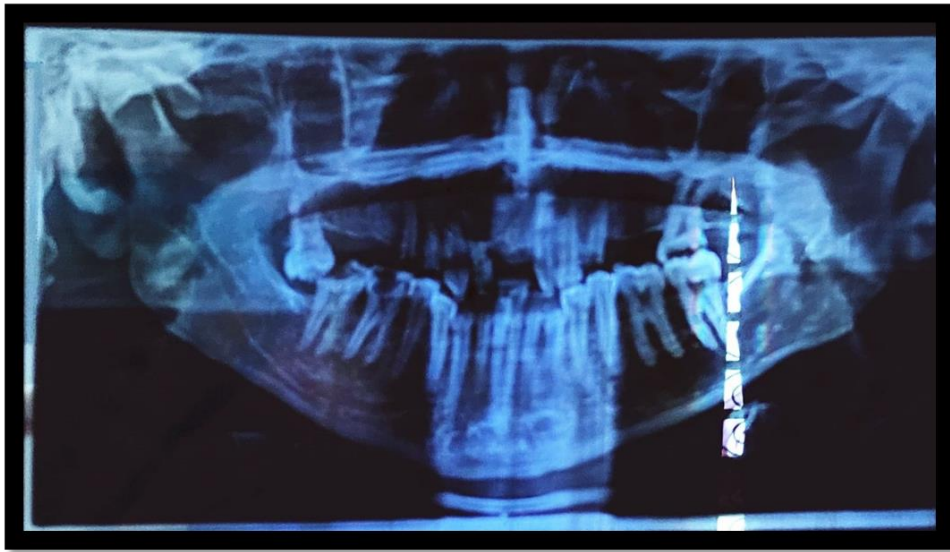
Image d'orthopantomogramme radio-claire para-médiane droite du maxillaire supérieur comprenant les racines 12 et 13 [4]
